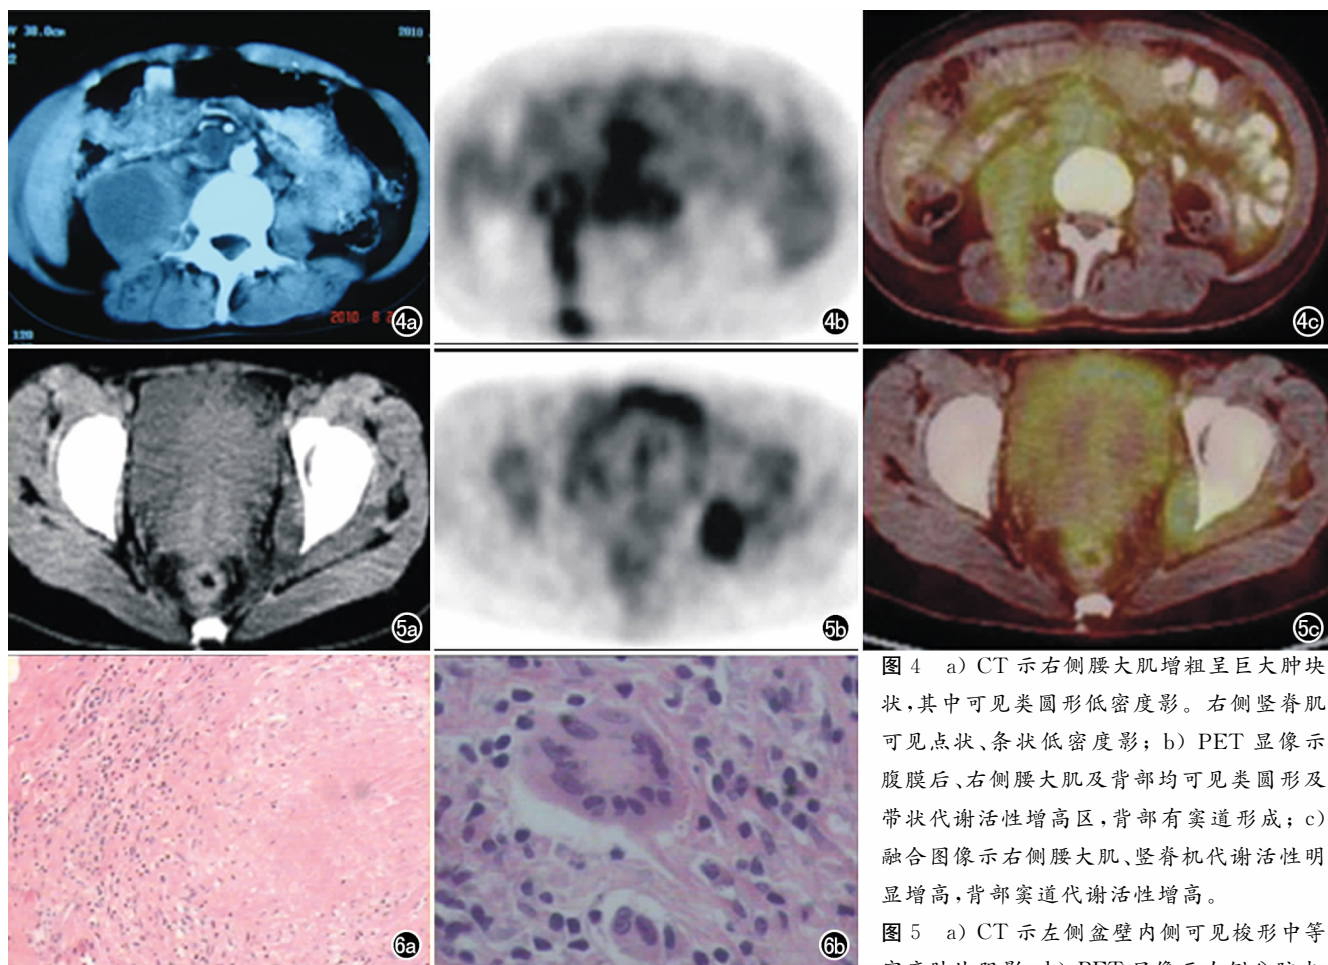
a) CT 示右侧腰大肌增粗呈巨大肿块状,其中可见类圆形低密度影。右侧竖脊肌可见点状、条状低密度影;b) PET 显像示腹膜后、右侧腰大肌及背部均可见类圆形及带状代谢活性增高区,背部有窦道形成;c) 融合图像示右侧腰大肌、竖脊肌代谢活性明显增高,背部窦道代谢活性增高。
